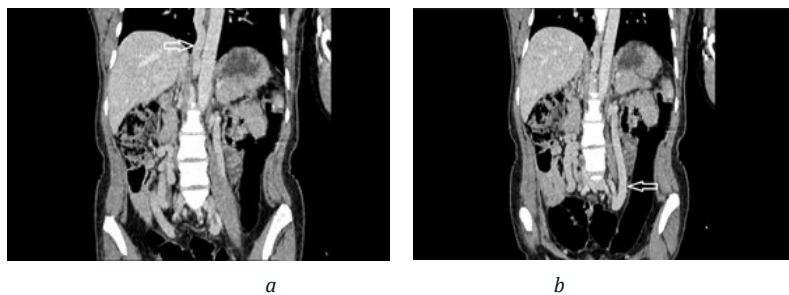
а) КТ брюшного сегмента, коронарная проекция, венозная фаза контрастирования. Стрелкой показана расширенная непарная вена; б) КТ брюшного сегмента, коронарная проекция, венозная фаза контрастирования. Стрелкой показана расширенная левая яичниковая вена
